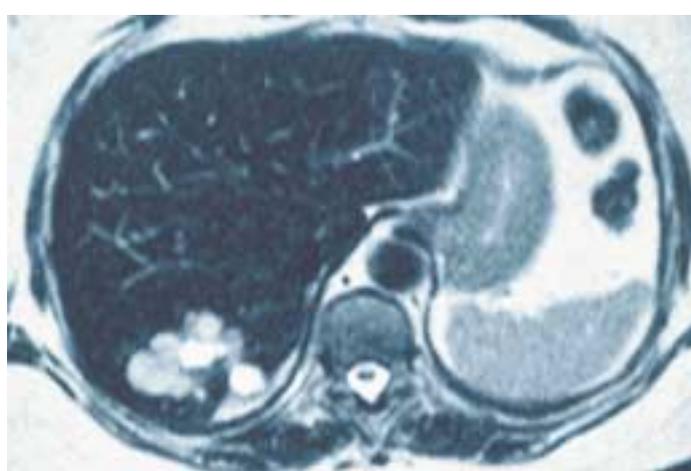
Leberhämangiom (MRT: typische T2-Signalerhöhung)
